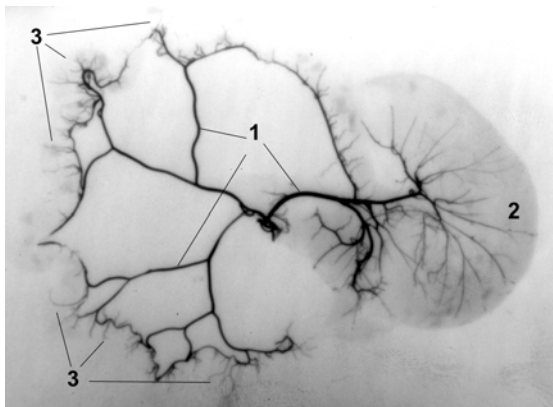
Рентгеноангіограма судин краниальної брижової артерії щура в нормі. 1 – галуження краниальної брижової артерії, 2 – сліпа кишка, 3 – інтраорганичні прямі артерії тонкої кишки.
